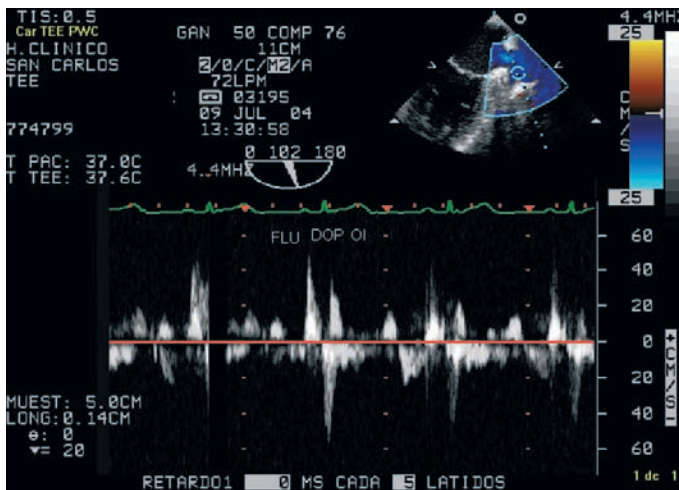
Imagen correspondiente a un flujo-Doppler en la orejuela izquierda (OI).
